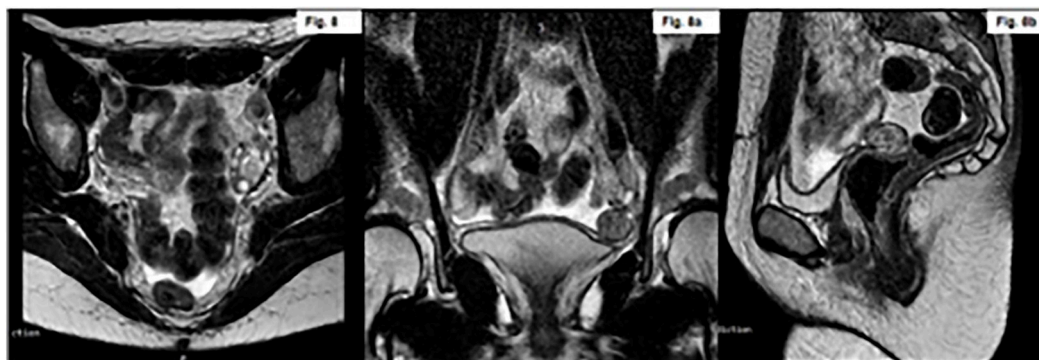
8b. RMN de abdomen y pelvis con gadolinio.
